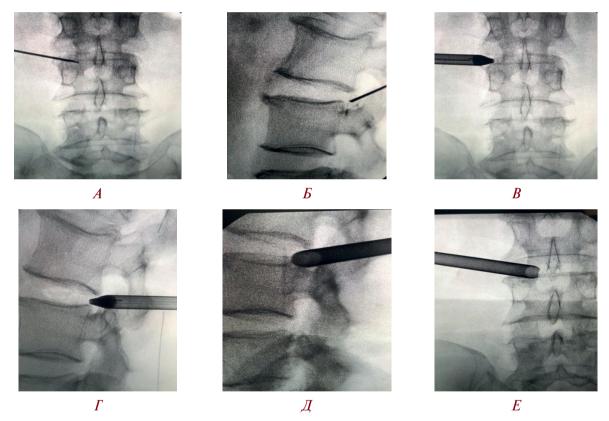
Этапы эндоскопического доступа к межпозвонковому диску LII—LIII под рентгеновским наведением в прямой и боковой проекциях: A, E — введение иглы в область треугольника Камбина слева; B, Γ — установка проводника; Π , E — положение рабочей трубки после удаление проводника
